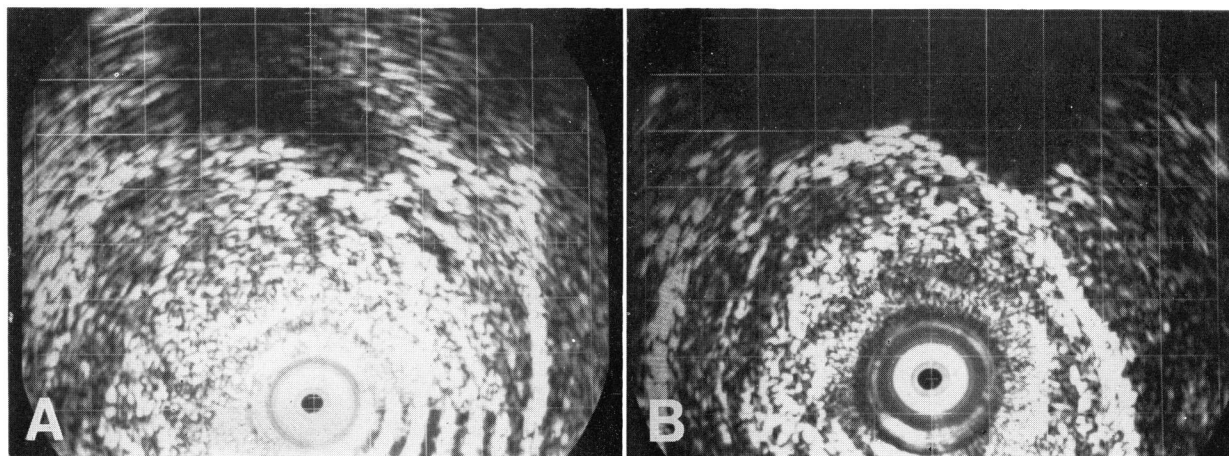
Ultrasonography (Case 1) (A) Pretreatment (B) Posttreatment
